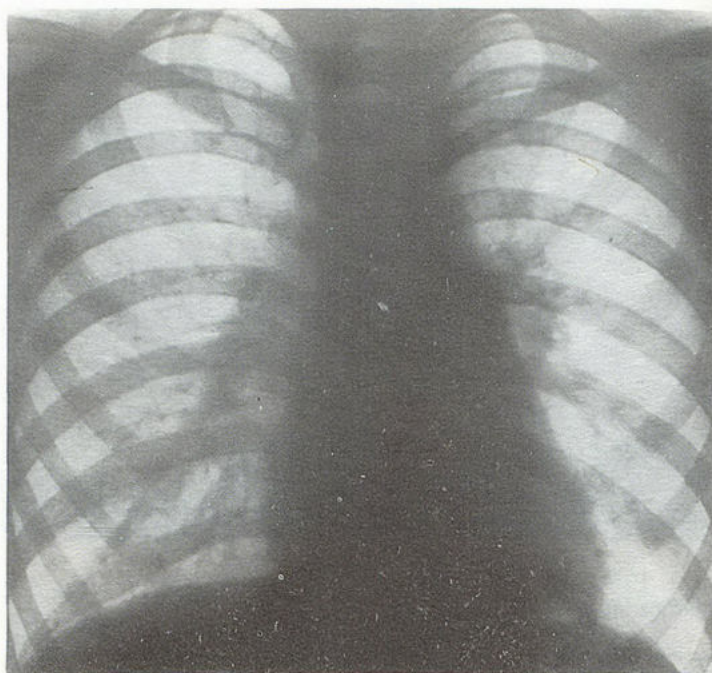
Рентгенограмма органов грудной клетки Лены Н.
